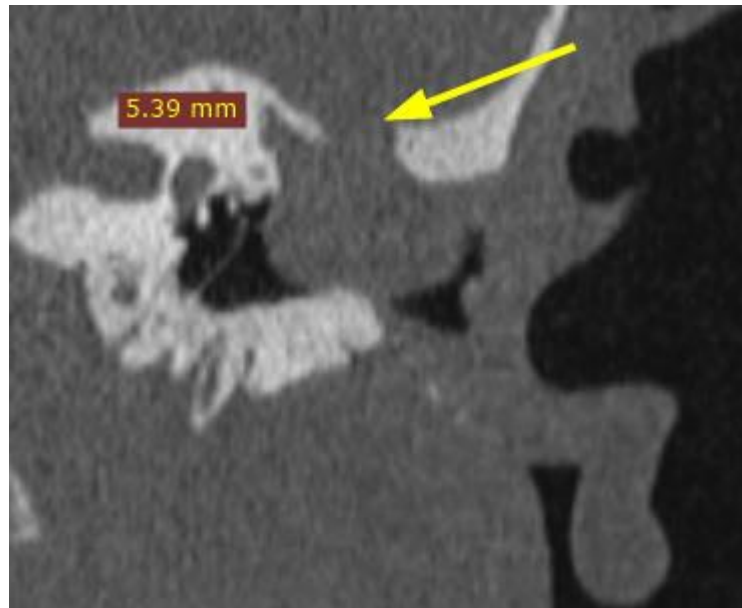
КТ височных костей в коронарной проекции. В сосцевидном отростке левой височной кости определяется послеоперационная полость, объединяющая наружный слуховой проход и антрум. Патологическое образование мягкой тканной плотностью от + 6 ЕН до 56 ЕН, заполняющее антрум левой височной кости, скорее всего (нельзя исключить) «грыжа» ТМО с веществом мозга, исходящая через дефект костной стенки крыши антрума на границе со средней черепной ямкой и распространяющаяся в наружный слуховой проход (указано стрелкой).
